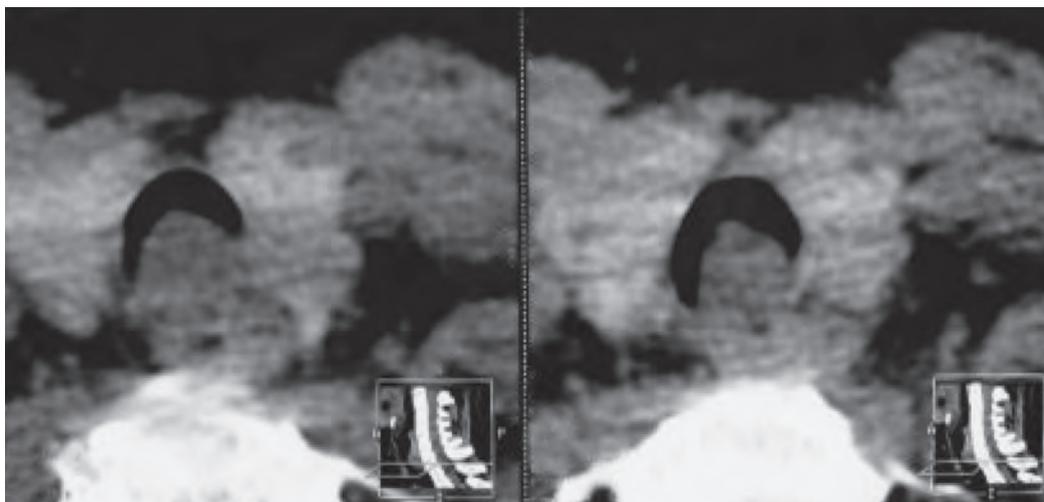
МСКТ. Аксиальные срезы в мягкотканном окне. Объемное образование в трахее, суживающее просвет трахеи до 5 мм
